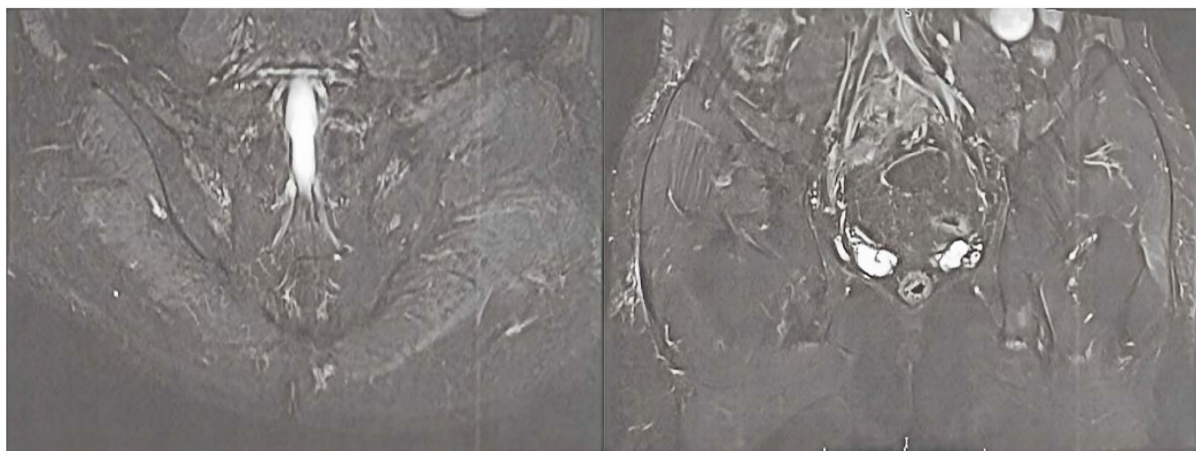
MRI of the pelvis and hips (July 10, 2023)
